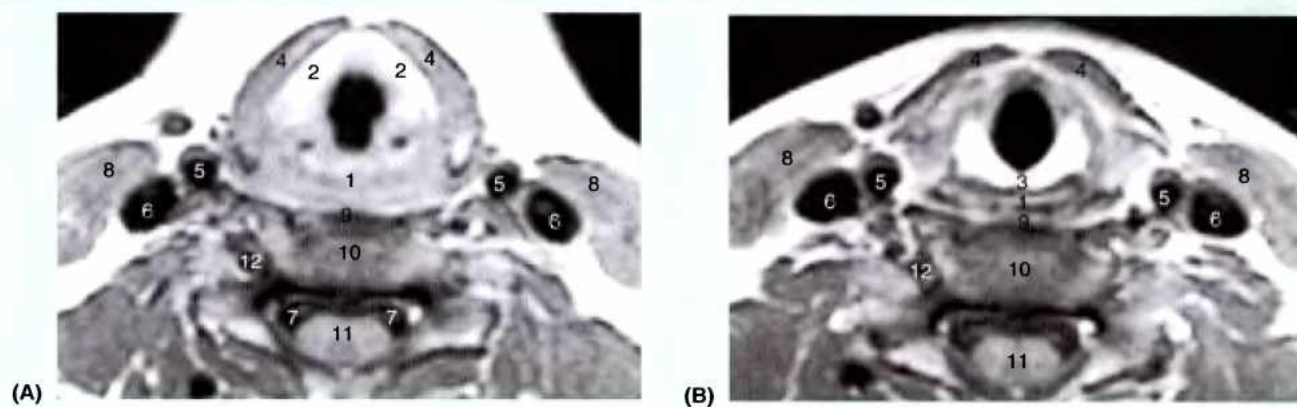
Coupes IRM transversales du larynx. A. Passant par le cartilage thyroïde. B. Passant par le cartilage cricoïde. 1, œsophage ; 2, cartilage thyroïde ; 3, lame du cartilage cricoïde ; 4, muscles sterno-thyroïdiens et sterno-hyoïdiens ; 5, artère carotide commune ; 6, VJI ; 7, racine antérieure ; 8, SCM ; 9, muscle constricteur inférieur ; 10, corps vertébral ; 11, moelle épinière ; 12, artère vertébrale. (Avec l'aimable permission du Dr. W. Kucharczyk, Titulaire de la chaire d'Imagerie Médicale, Université de Toronto, et Directeur Clinicien, Centre Tri-hospitalier de Résonance magnétique, Toronto, Ontario, Canada).
